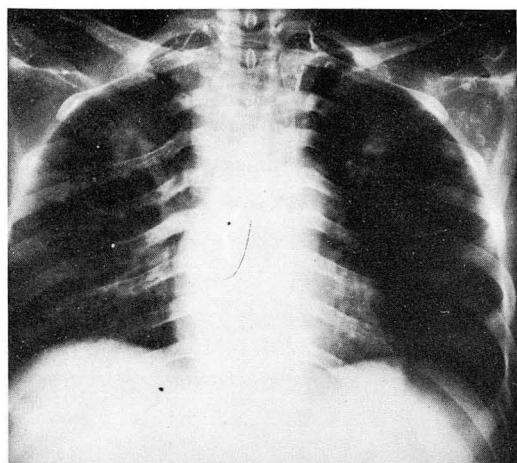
Lymphangiography. Anteroposterior chest radiograph exposed 2 hours after intralymphatic injection. There is no evidence of obstruction or dilatation of thoracic duct.
